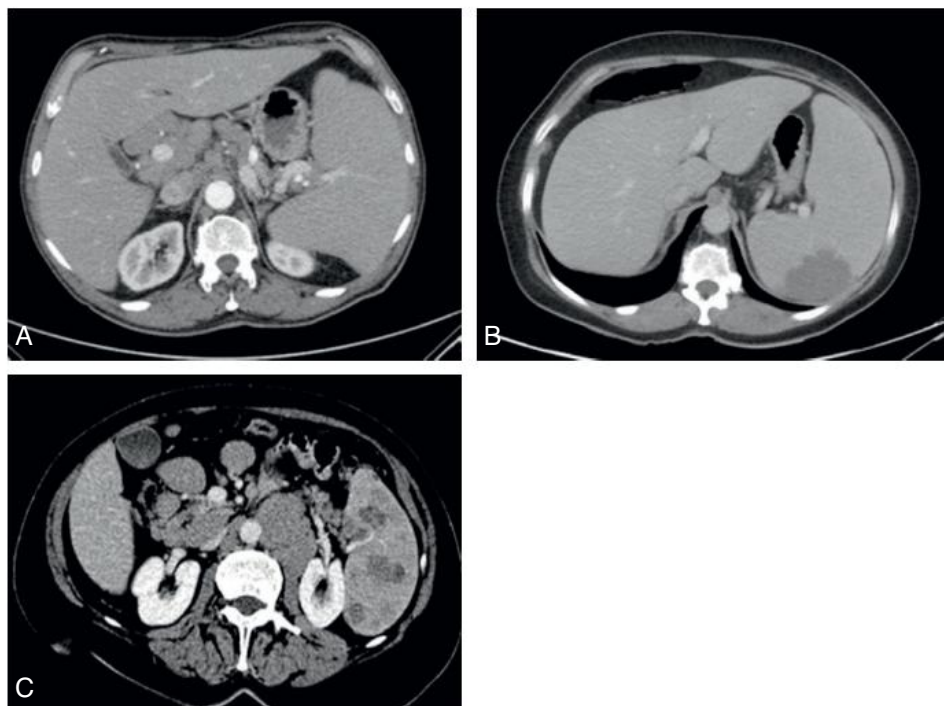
Trois images TDM de splénomégalie.
